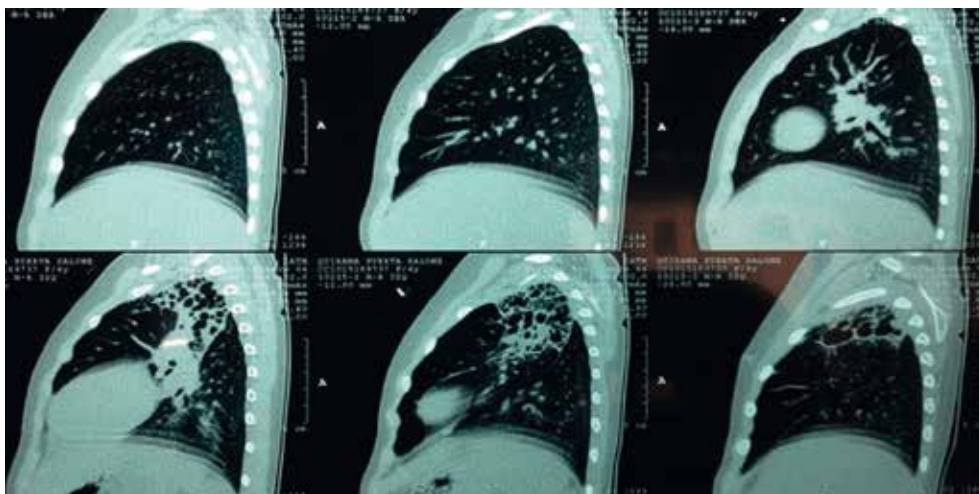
Tomografía axial computarizada de alta resolución
